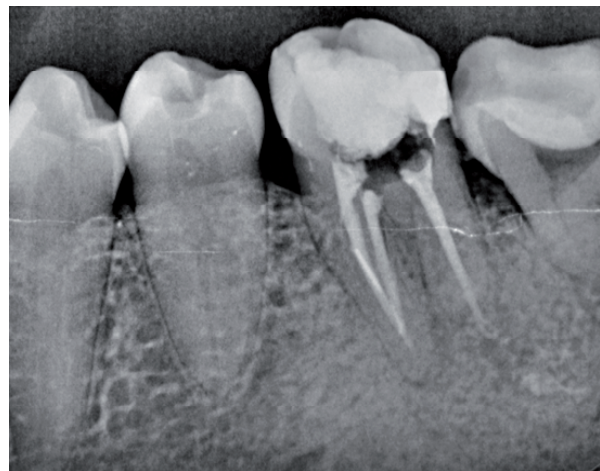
X-ray of tooth 36 – initial state, before re-treatment
